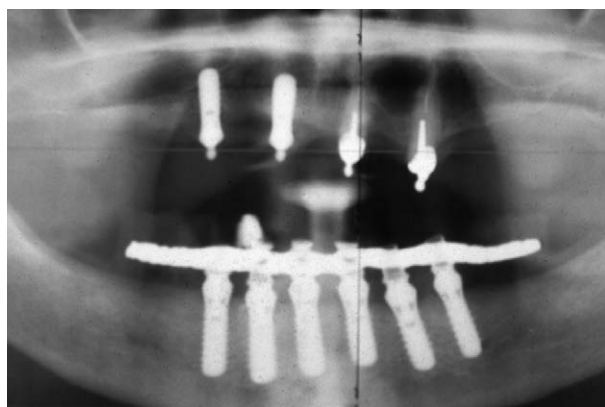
Radiographie panoramique de contrôle après la mise en charge immédiate des six implants à l'aide du bridge provisoire armé.
